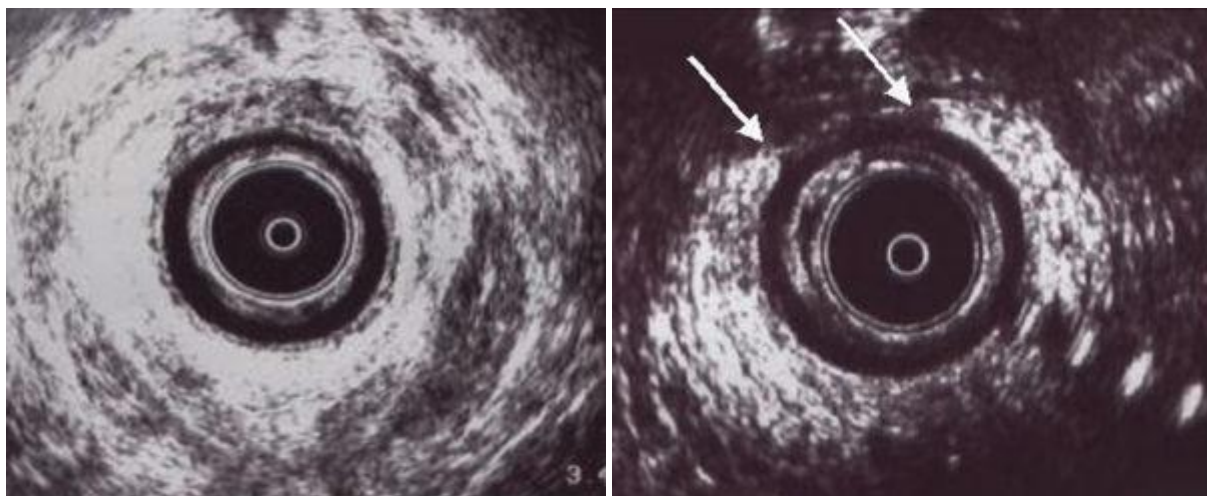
Ecografía endoanal con lesión obstétrica de EAE (entre flechas)
